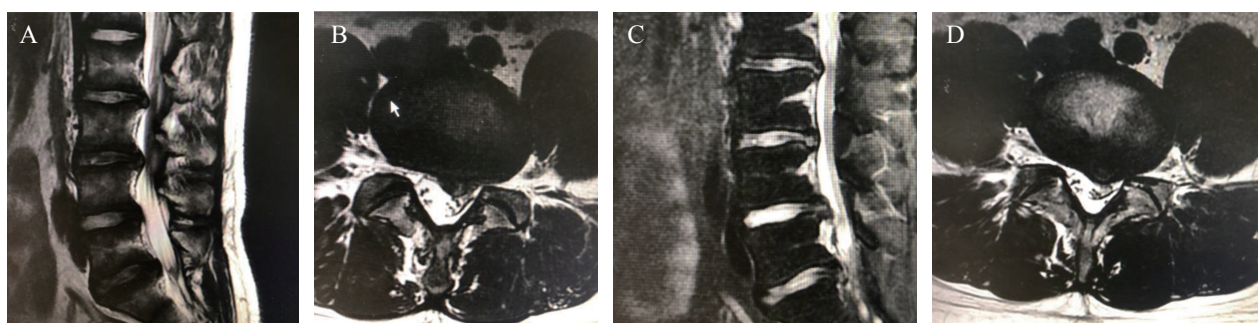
病人, 男, 20 岁, 因腰腿疼痛 2 年余, 加重 2 月入院。术前诊断: 腰椎间盘突出症 (A, B) 2015-3 第 1 次手术前 MRI 示 L₃₋₄ 椎间盘向右后方突出, L₂₋₃, L_{4-S1} 椎间盘向左后方脱出, 相应硬膜囊及神经根受压, 椎管狭窄。在局部麻醉下行脊椎内镜下腰椎间盘突出切除术 (L₃₋₄)。术后疼痛症状有缓解, 未复查腰部核磁。术后 1 年余, 因腰疼及左下肢疼痛再次入院; (C, D) 2016-10 术前腰椎 MRI 示 L₂₋₅ 椎间盘不同程度膨出, L_{4-S1} 椎间盘突出, 部分脱出, 硬膜囊及左侧 L₅ 及 S₁ 神经根受压。在局部麻醉下再行脊椎内镜手术切除 L_{4-S1} 两个椎间盘。2019-6 电话随访时未诉腰背部疼痛及腿麻等不适主诉, 病人 MacNab 评分: 良
